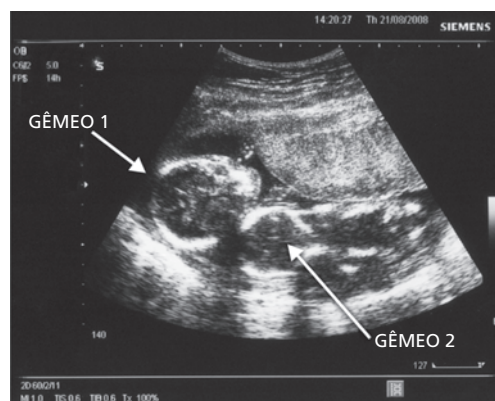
Ultrassonografia de gestação gemelar: gêmeo 1 com crescimento normal e gêmeo 2 com restrição de crescimento.
